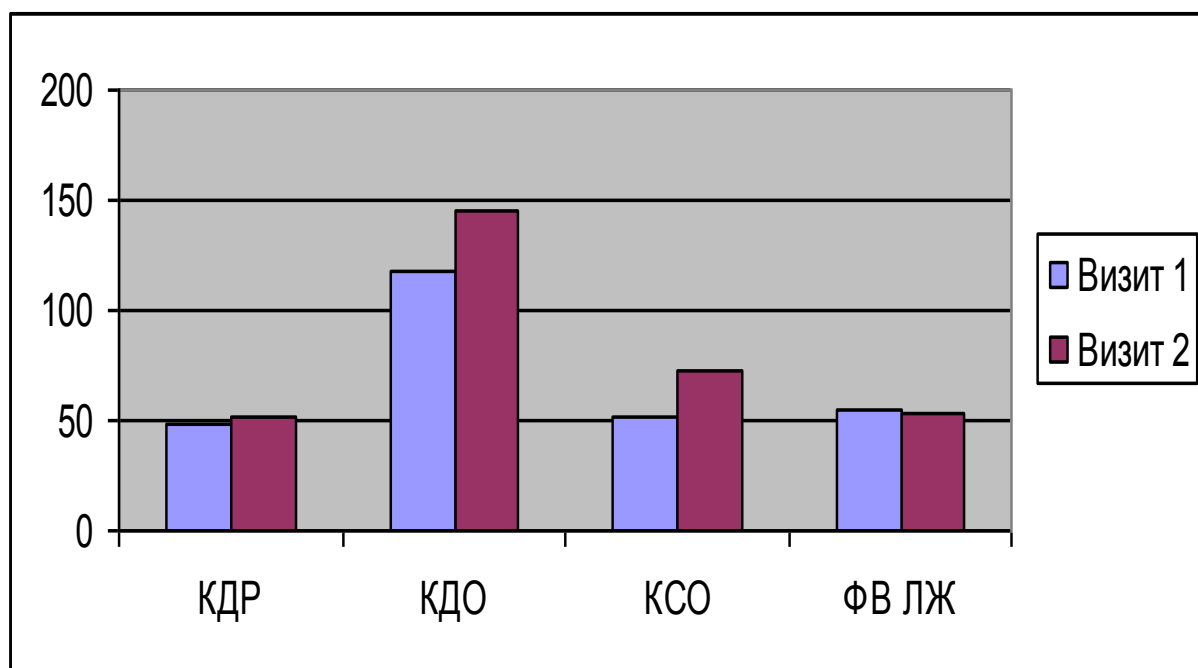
Динамика данных эхокардиографии в состоянии покоя у пациентов с гемодинамически значимым стенозом передней межжелудочковой ветви левой коронарной артерии
